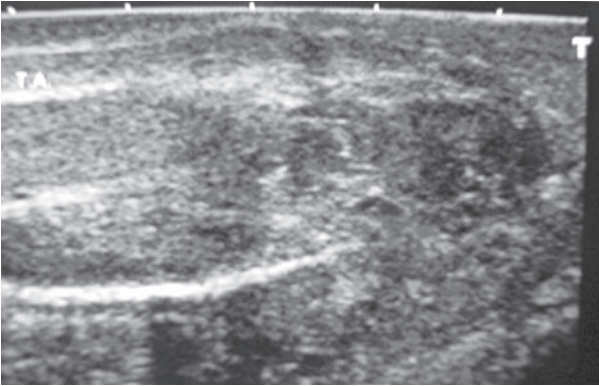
Fractura de cuerpos cavernosos en una imagen ultrasonográfica en la que se puede apreciar la solución de continuidad de la túnica albugínea del cuerpo esponjoso izquierdo, resaltada en cuadro y una imagen heterogénea que corresponde al hematoma subyacente.
